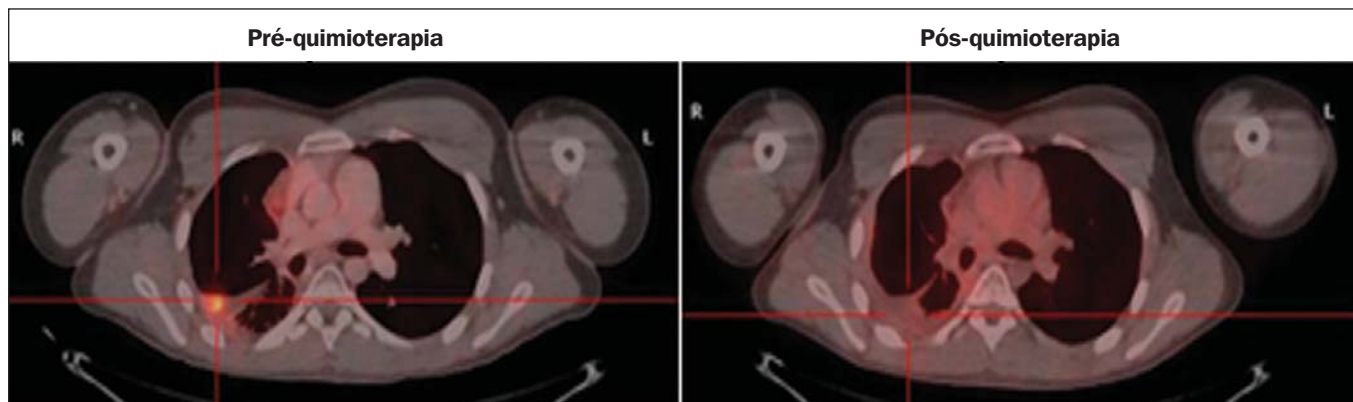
PET/CT pré e pós-quimioterapia do mesmo paciente da Figura 4 mostra outra lesão nodular hipermetabólica no plano pleural parietal junto à fissura oblíqua direita, não mais demonstrando captação pela FDG após a quimioterapia.
